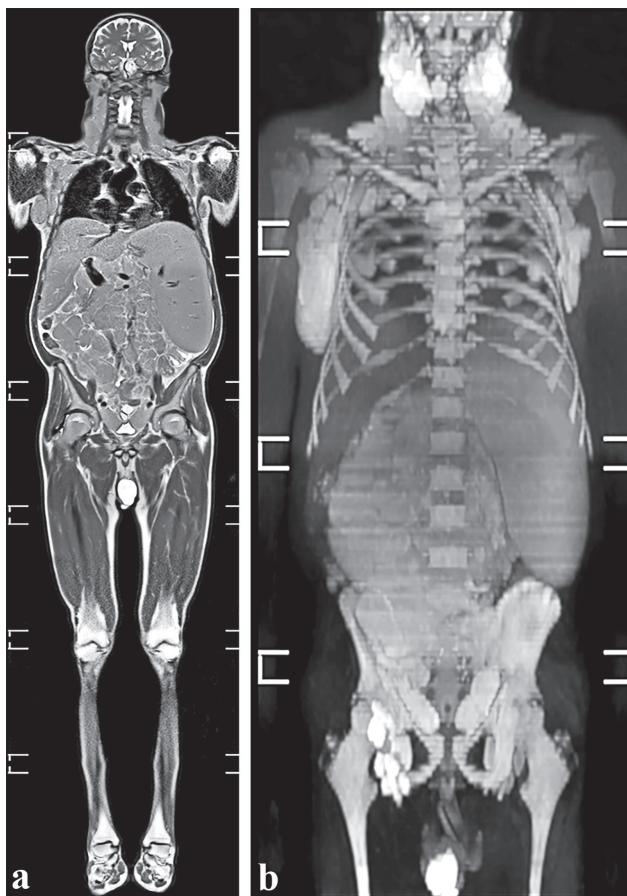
IRM în regim corp integru (Total Body) și regim DWI_BS (pseudo PET-CT). Imagini coronariene în secvențele T2w (a), și DWI-BS (b). Se atestă afectarea patologică masivă a nodulilor limfatici iliaci, pelvieni, abdominali, para-aortici, para-cavali, de hepatic, axilari și cervicali. Splenomegalie. Histopatologic – limfom non-hodgkin.
